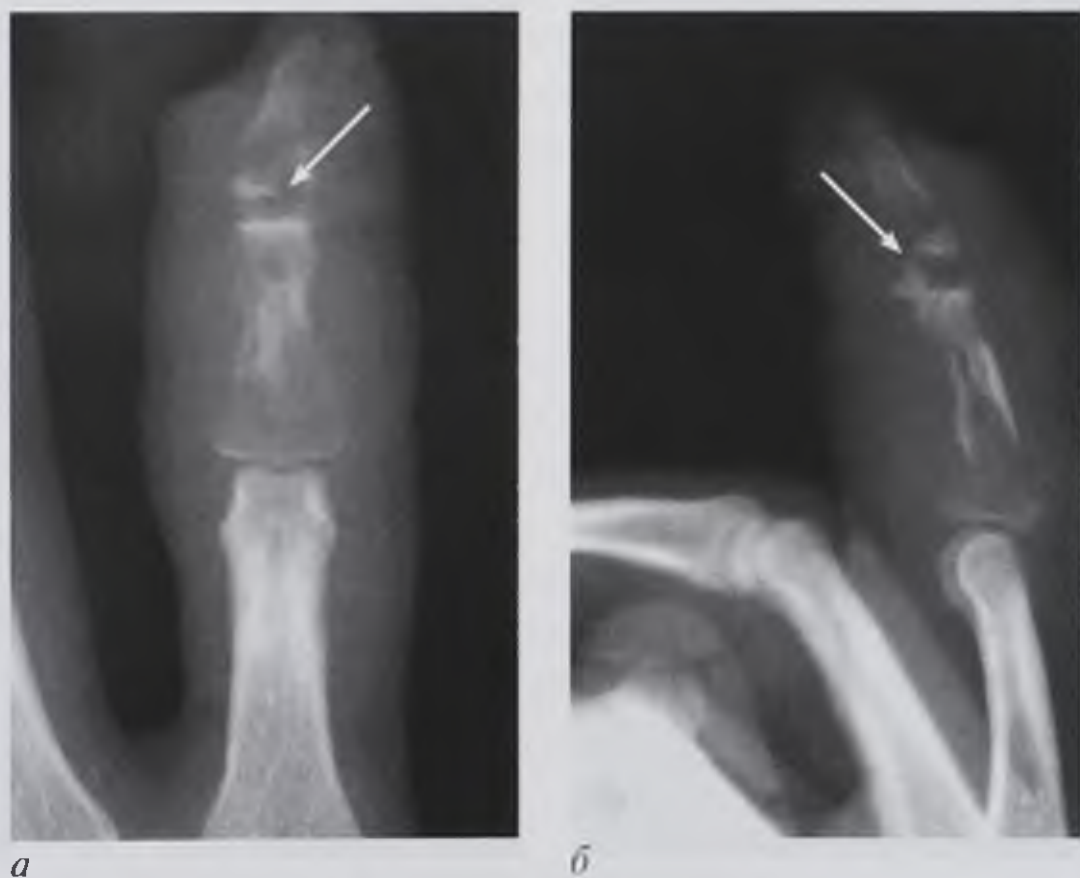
Прицельные рентгенограммы II пальца кисти: *a* — прямая проекция; *б* — ко- сая проекция. Костно-суставной панариций средней и концевой фаланг. Определяется деструкция костной ткани диафиза средней и концевой фаланг, разрушение суставной поверхности концевой фаланги (стрелка)
